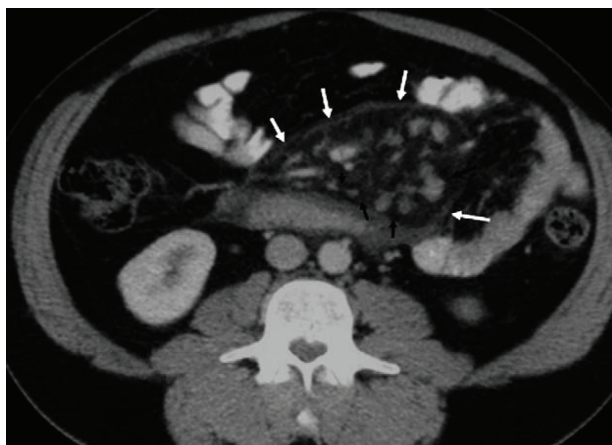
TC. Semnele sclerozei mezenterice. CT demonstrează îmbunătățirea contrastului axial, o atenuare a grăsimii bine mărginită a mezenterului înconjurând vasele mezenterice. Un halo de grăsime se păstrează în jurul vaselor și nodulilor mezenterici (săgeți negre). Leziunea este strâns legată de cele adiacente, intestin subțire opacifiat, deplasat periferic. Masa grasă este delimitată de un hipertensor dungă (săgeți albe) și e însoțită de mai mulți noduli mici.
